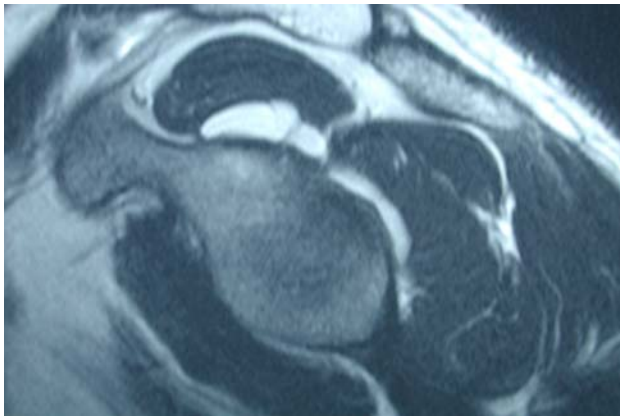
IRM : Kyste para-glénoïdien supérieur. IRM : Superior shoulder cyst.
